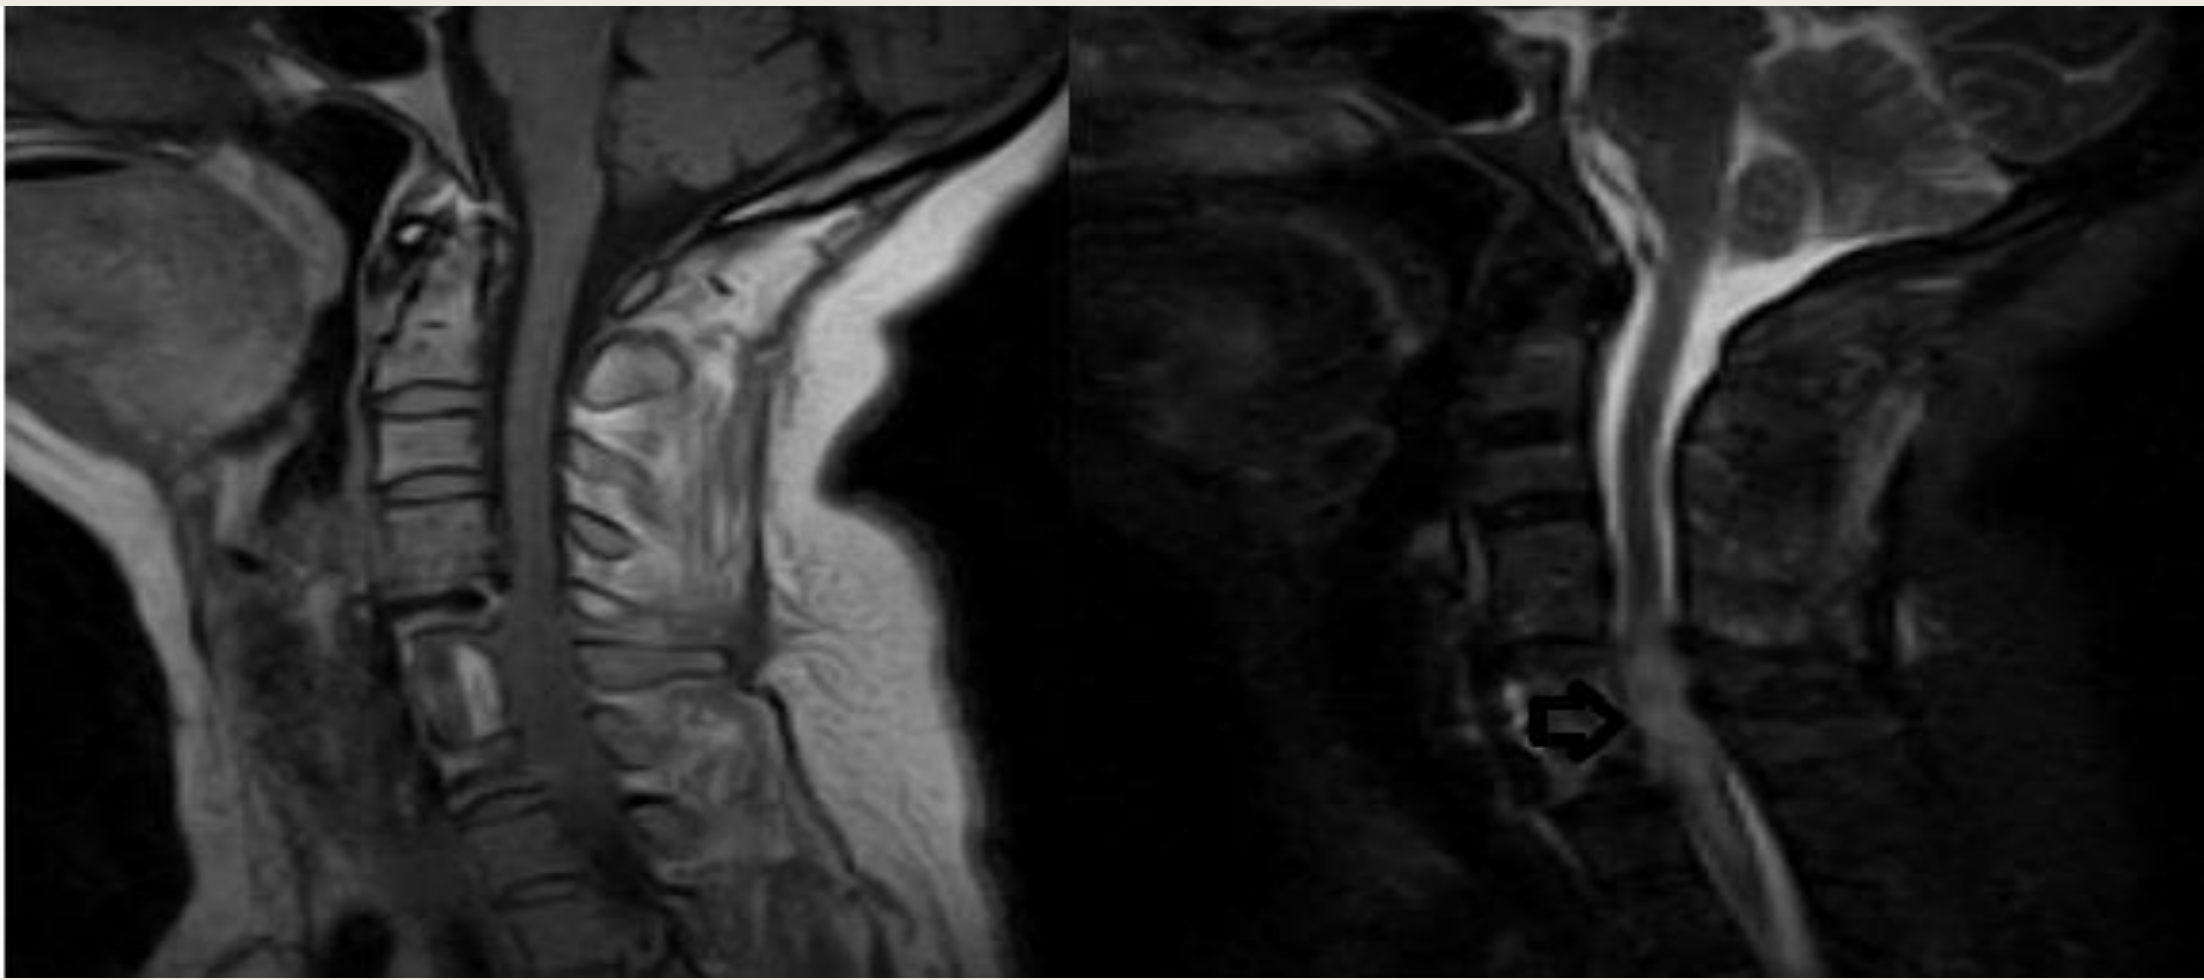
Se observa, a la izquierda, IRM potenciada en T1, donde es evidente el edema y la pérdida de las columnas líquidas. A la derecha, señalada por la flecha, la hiperintensidad medular en las imágenes potenciadas en T2.
